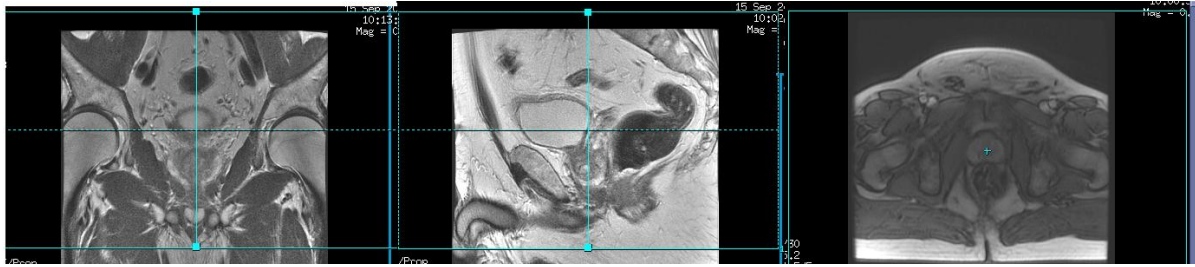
Spolupplägg för prostata på en GE Discovery 750W i Lund. Knäkudden bör vara av samma typ som på CT för att få bästa reproducerbara patientupplägg.
